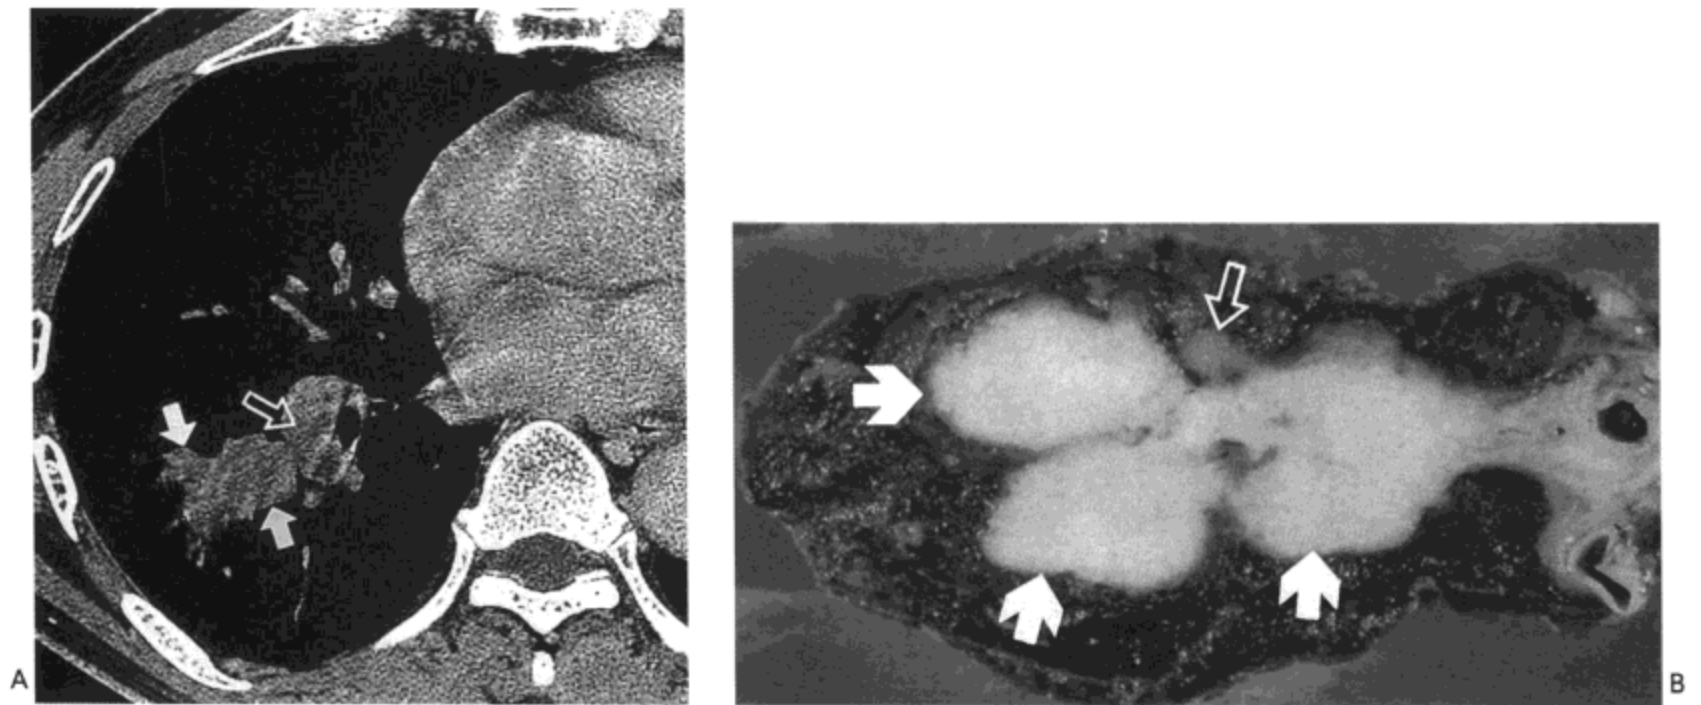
表现为周围分枝状肿块的小细胞癌。A：右下肺静脉水平的 CT 影像（1mm 层厚）示一管状肿块（实箭号）位于右肺下叶。肺门淋巴结肿大（空箭号）明显。B：切除标本示分叶状肿瘤（箭号）沿支气管血管束向近侧蔓延。病人为一 61 岁的男性。
